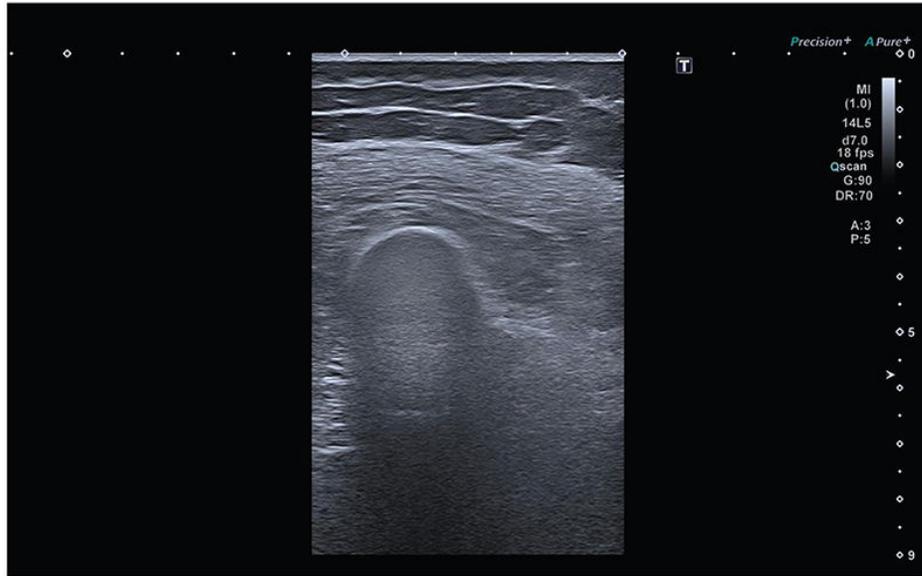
Imagen de ecografía de muslo.
